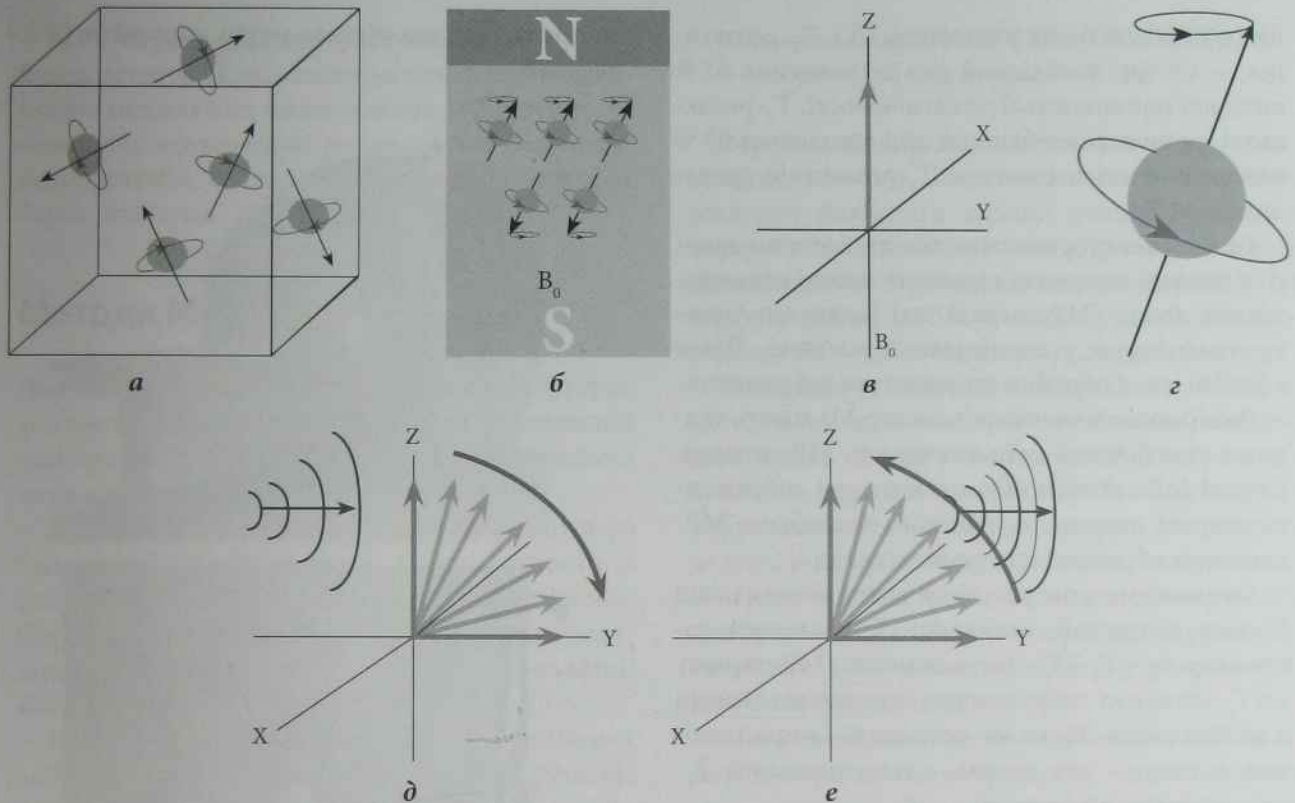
Фізичні основи МРТ:
